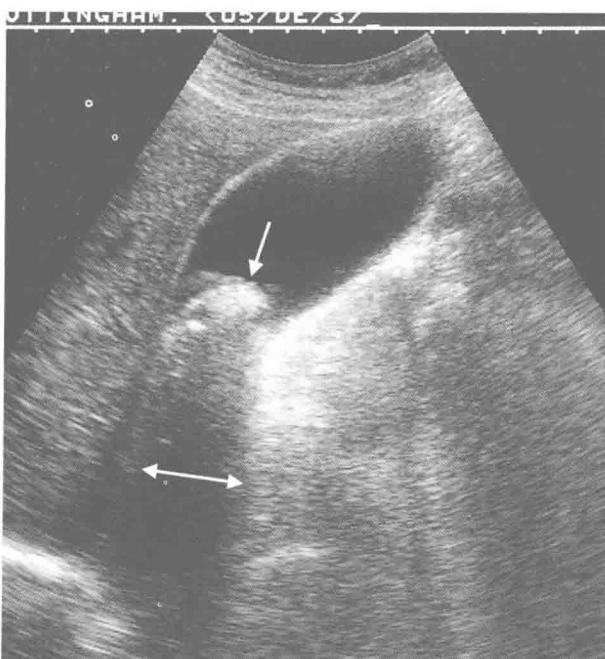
膽囊超音波掃描像顯示在膽囊頸部有一大結石 (白箭號)。注意在結石背後的音影 (acoustic shadow) (水平箭號)。
